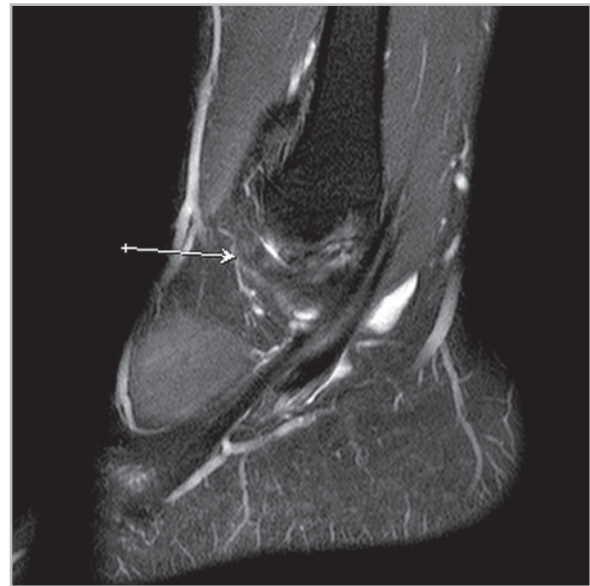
МР-томограмма голеностопного сустава. PD FS ВИ. Сагиттальная плоскость. Застарелое повреждение передней таранно-малоберцовой связки (стрелка)
